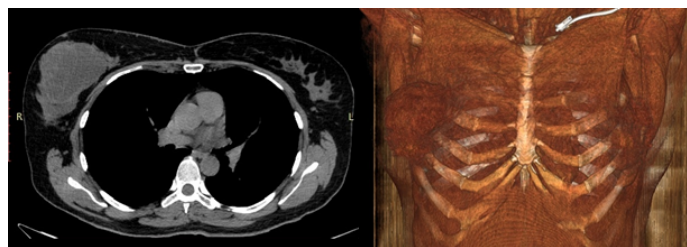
(а, б). Визуализация опухоли правой молочной железы на компьютерной томографии
